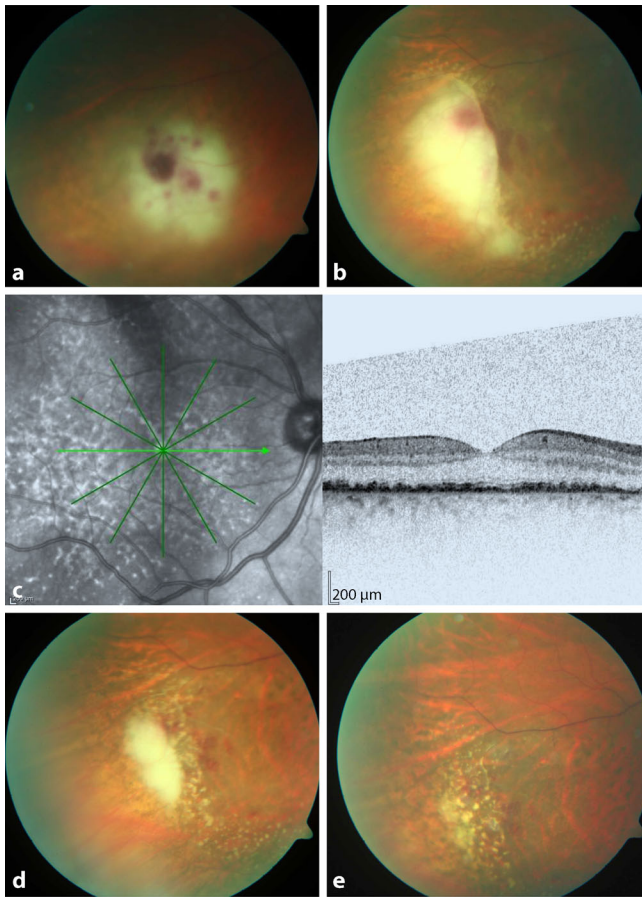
◀ a Fundoskopie des rechten Auges eines 50-jährigen Patienten: Glaskörpertrübung und cremig gelbe subretinale Ablagerungen mit assoziierten punktförmigen Hämorrhagien. b Schnelle Größenprogression der Läsion nach 1 Monat. c Fluoreszeinangiographie der Retina: Typisches Leopardenfellmuster mit assoziiertem OCT(optische Kohärenztomographie)-Bild und Darstellung der subretinalen Ablagerung/Raumforderung. d Fundoskopie desselben Auges 1 Woche nach intravitrealer Methotrexat-Gabe (Aufnahme im Dezember 2017). e Fundoskopie desselben Auges 2 Wochen nach intravitrealer Methotrexat-Gabe (Aufnahme im Januar 2018). (Abbildungen mit freundl. Genehmigung von Prof. Horst Helbig, Regensburg, Deutschland)
